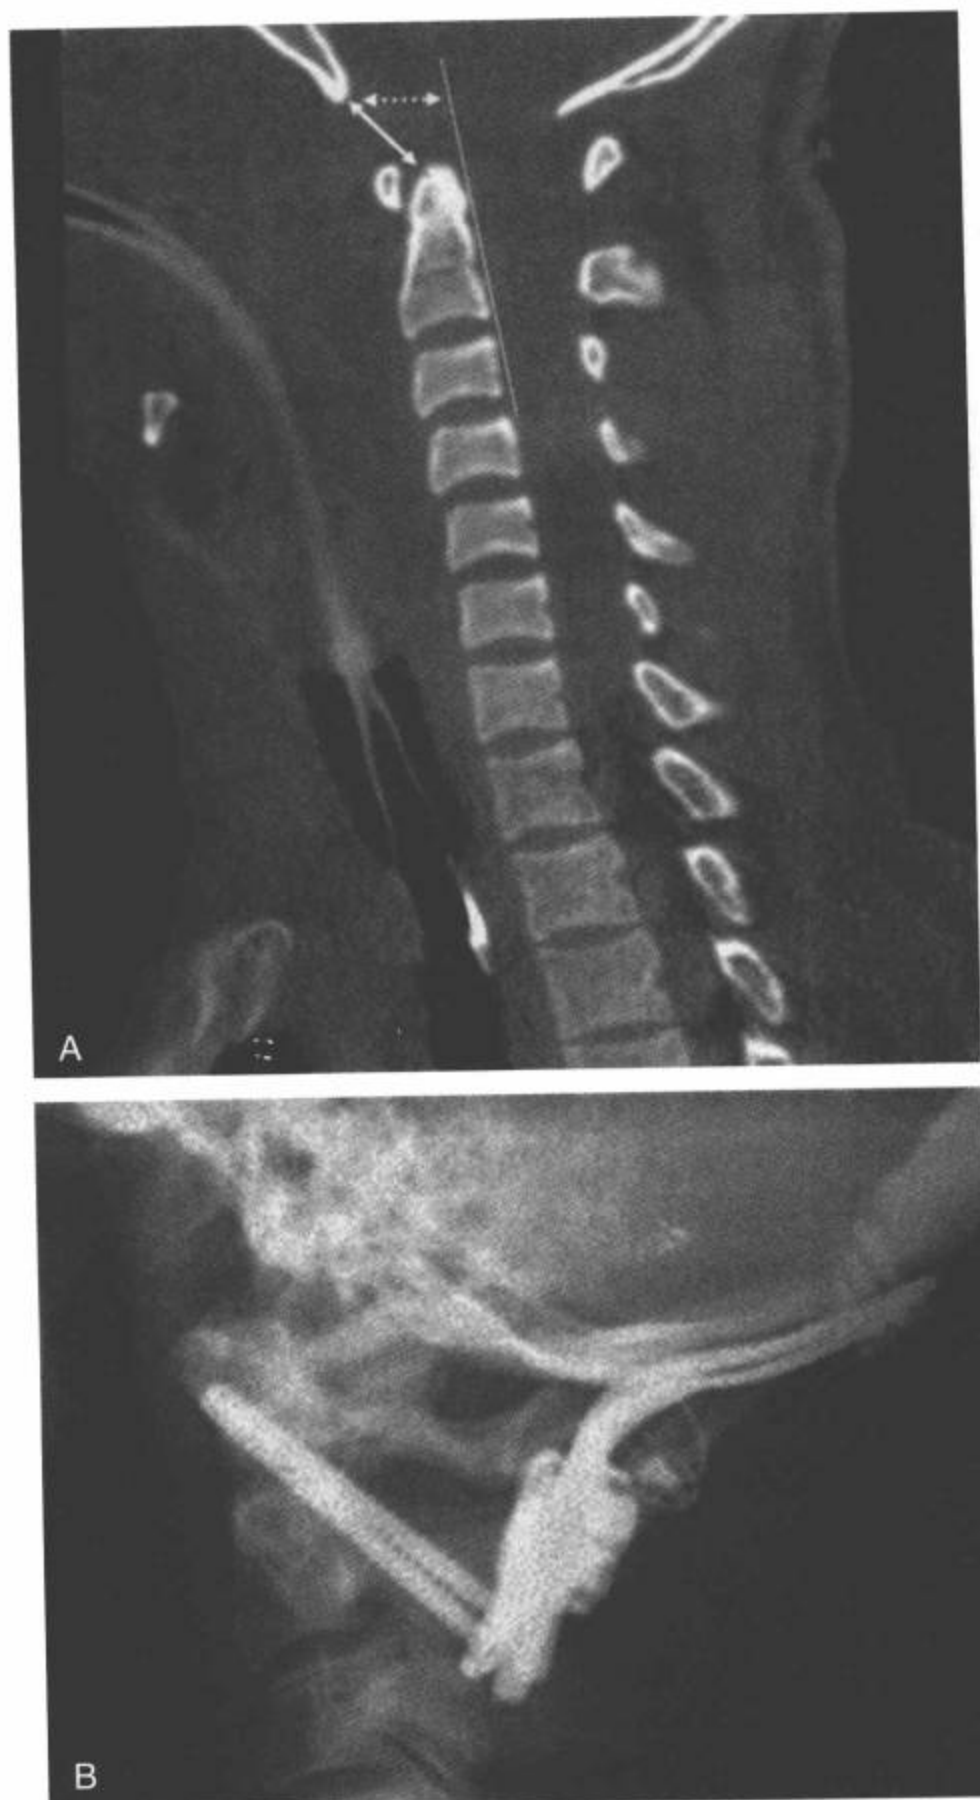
寰枕脱位。A: 急性寰枕脱位病人的CT矢状面重组图像显示, 从颅底到上颈椎的正常方向性丧失, 颅底和齿突间的距离增宽。颅底和齿突间的距离是颅底齿突间距(BDI; 双箭)。颅底与C2椎体后侧皮质延长线的间距称为颅底枢椎间距(BAI; 点线)。距离 $>12\text{mm}$ 为异常。B: 用于治疗一例32岁男性寰枕脱位的寰枕器械。枕颈环状构件用三个中心位于中线的枕骨隆突上的螺钉固定在枕骨上, 用C1/C2经关节螺钉固定在C2上。
